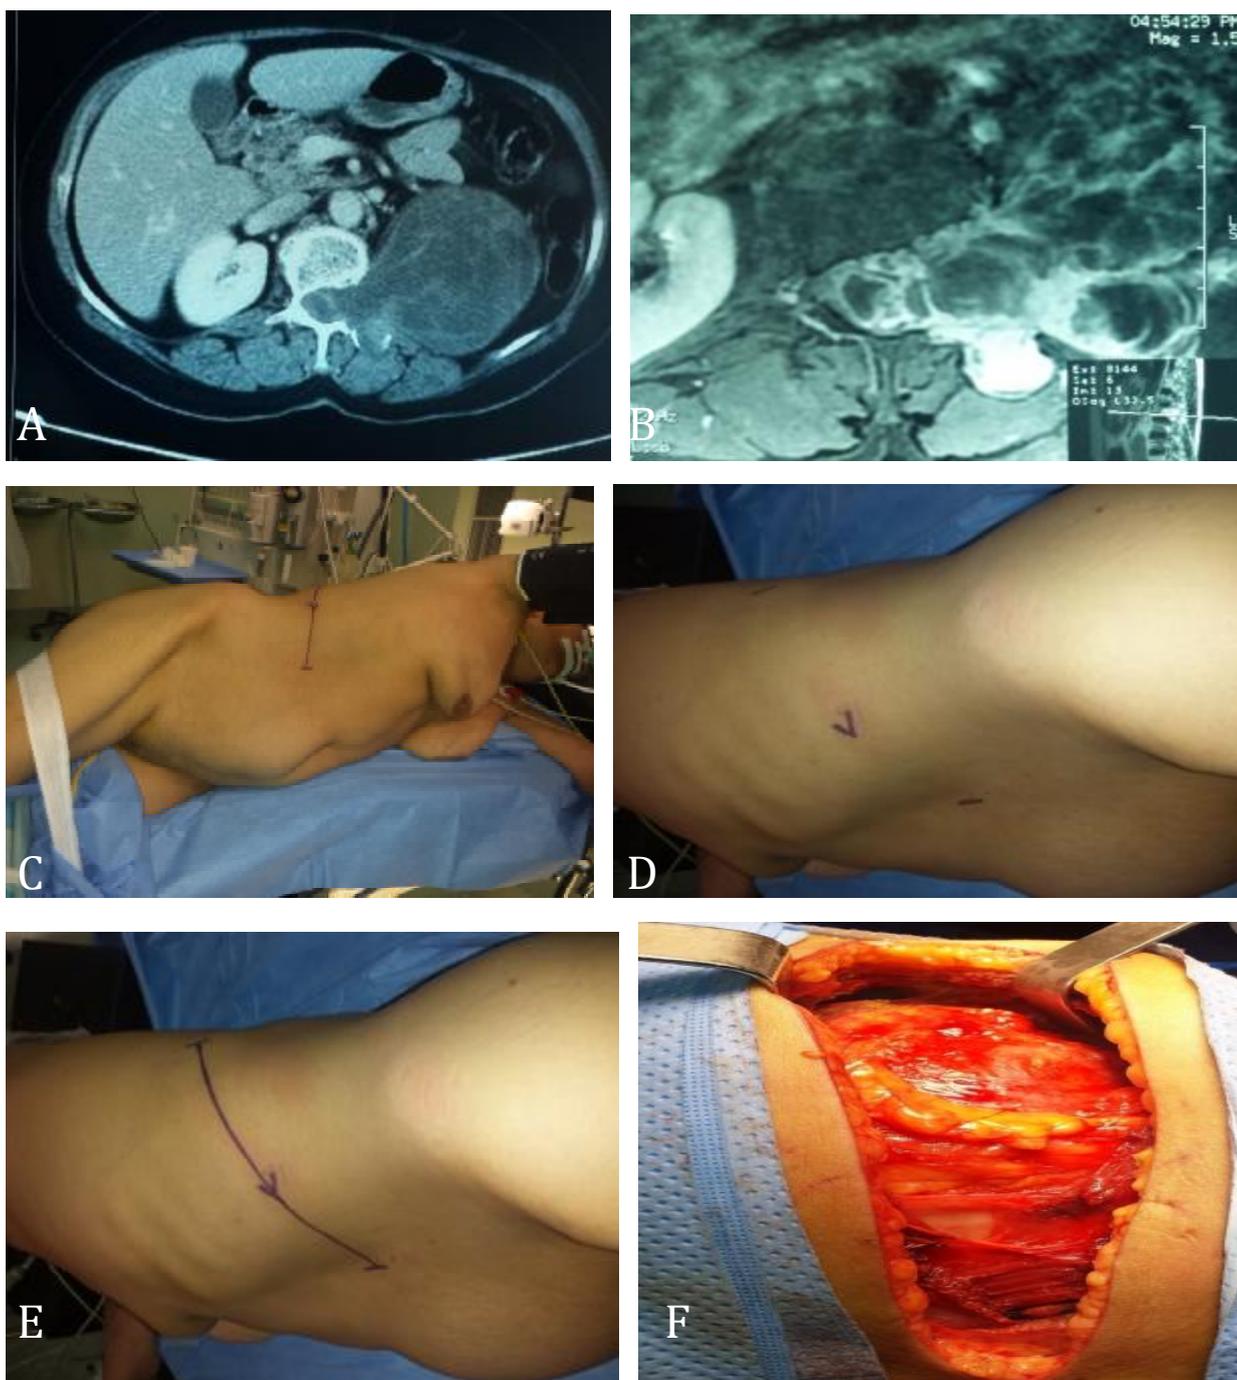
thoracophrénotomie TDM coupe axiale(A),IRM spinale coupe sequence T2 (B)montrant une volumineuse lesion intra et extrarachidien. (C) Decubitus lateral droit. (D) montrant les repères de l'incision cutanée de la thoraco-phrénotomie. (E) La marque de l'incision cutanée. (F) Après la dissection du plan superficiel.
